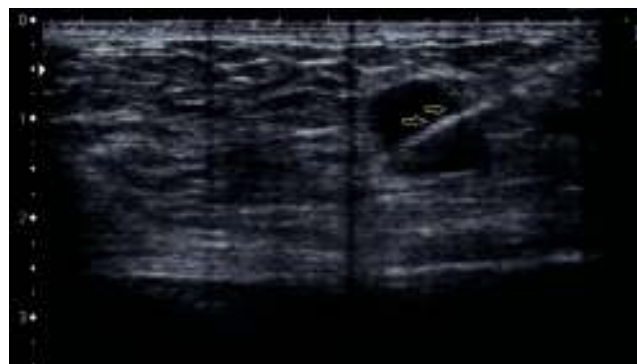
Señalización preoperatoria de la adenopatía sugerente de malignidad con arpon guiado por ecografía (flechas).
